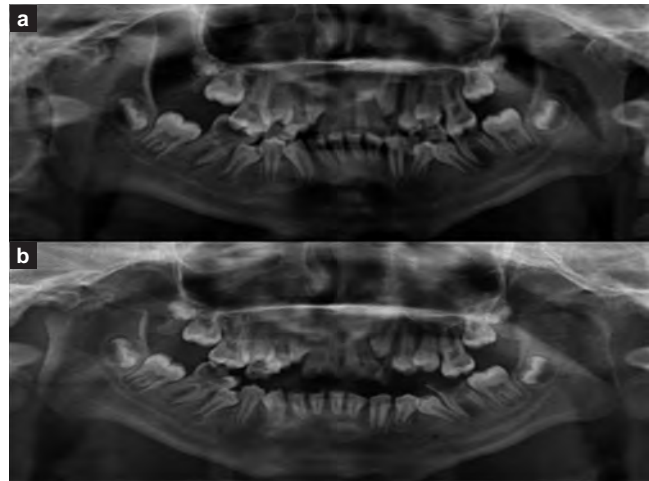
a. Ortopantomografía que revela anquilosis de ATM más hiperplasia de apófisis coronoides bilateralmente. b. Ortopantomografía de control PO revela cambios postquirúrgicos de artroplastia más coronoidectomía bilateral.
